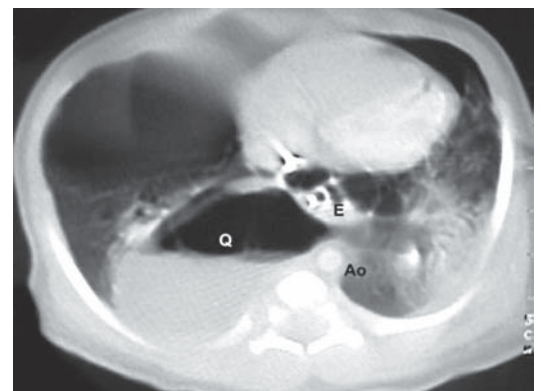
TAC de tórax. La masa quística drenada (Q) ocupa el mediastino posterior y se ubica entre la aorta (Ao) y el esófago (E).
